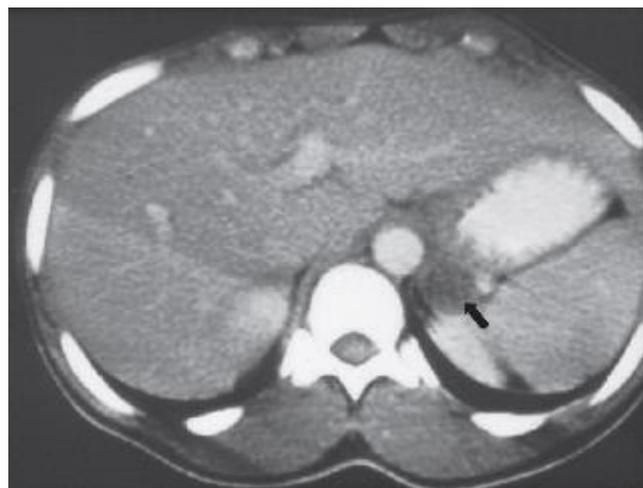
Adénome Producteur d'Aldostérone visible au TDM de l'abdomen [42]
